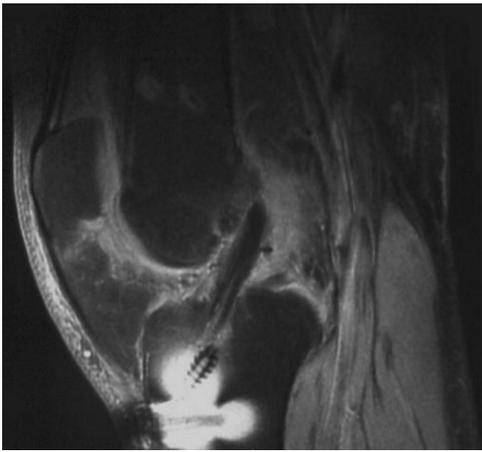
患者,男,36岁,感染术后随访1年膝关节MRI
